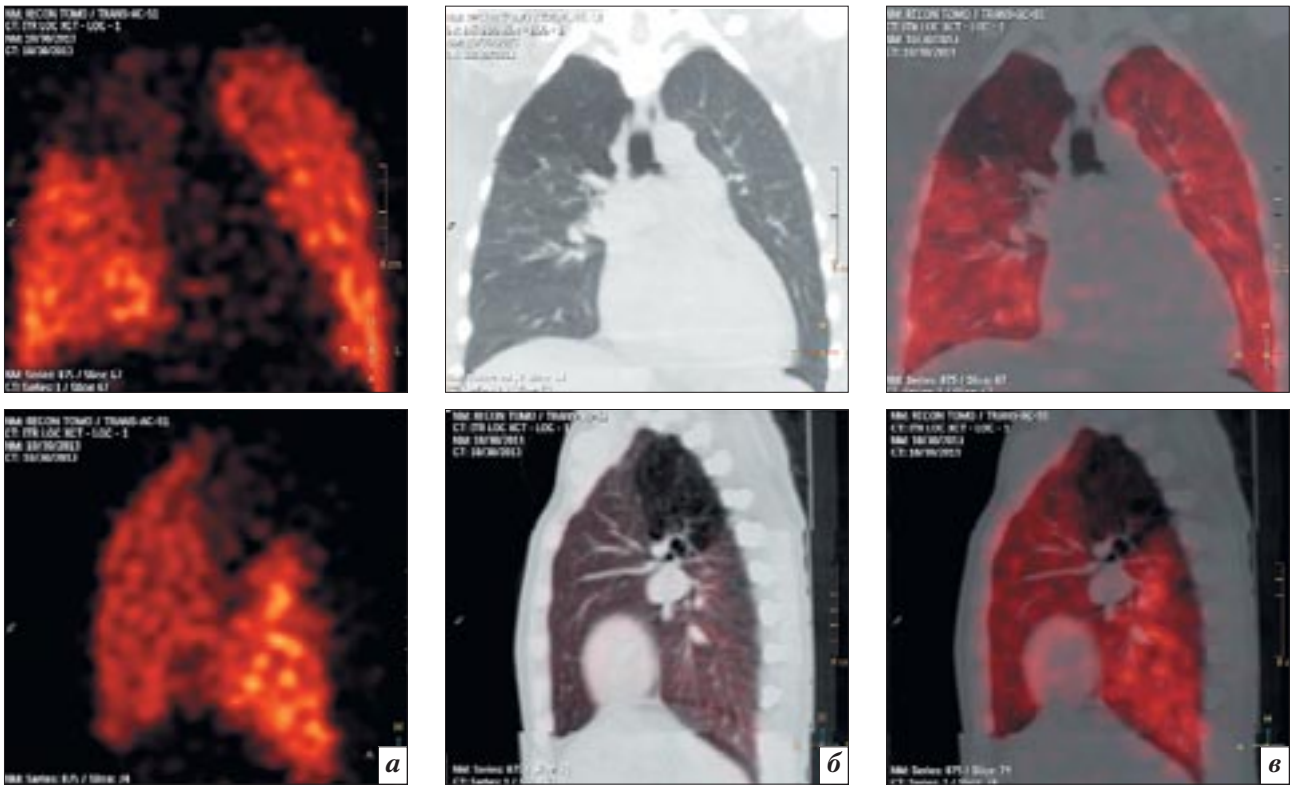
Классическая ОЭКТ (а) – визуализируется дефект перфузии РФП в области верхушки правого легкого. Рентгеновская компьютерная томография (б) – визуализируются эмфизематозные изменения легочной ткани в области верхушки правого легкого. Совмещенная ОЭКТ/КТ (в) – зона дефекта перфузии РФП полностью совпадает со структурными изменениями паренхимы легкого.
